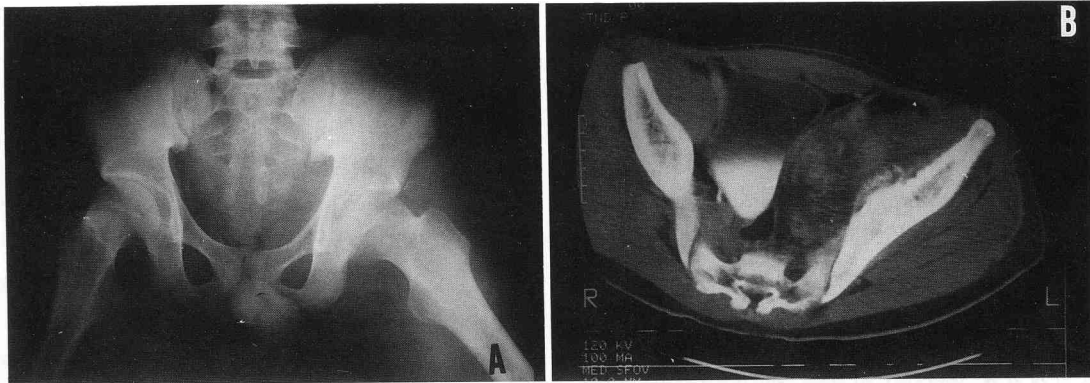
On initial pelvic AP roentgenogram, we could not find definite pathologic lesion
